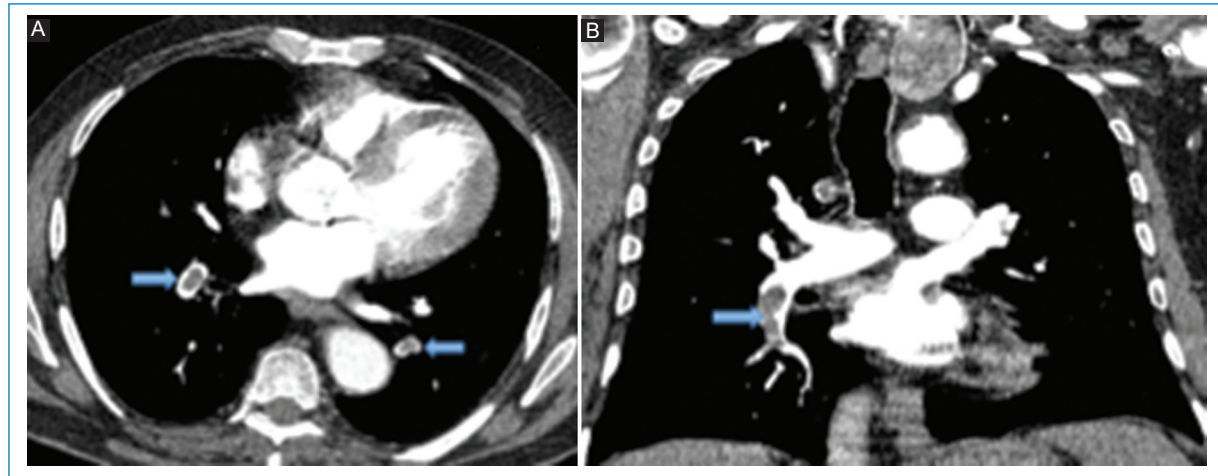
A: imágenes de TC con contraste endovenoso en el plano axial y B: reconstrucción coronal. Se aprecian defectos de repleción (flechas) en ambas arterias pulmonares a nivel de la pirámide basal compatibles con tromboembolismo pulmonar.
